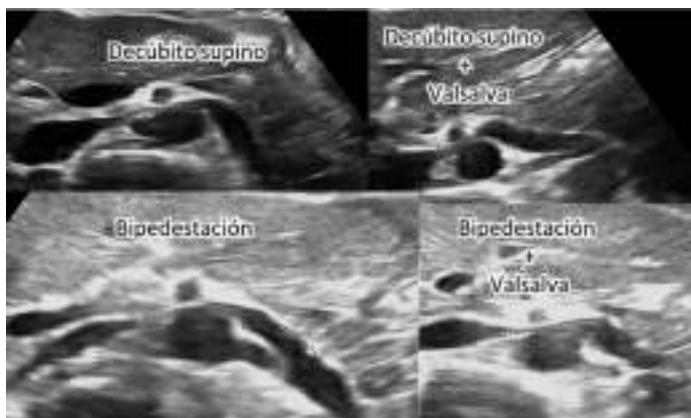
Ecografía doppler en modo B con sonda convéx de 3,5 Mhz, donde se aprecia la variabilidad de la estenosis fisiológica de una vena renal con los movimientos respiratorios.
